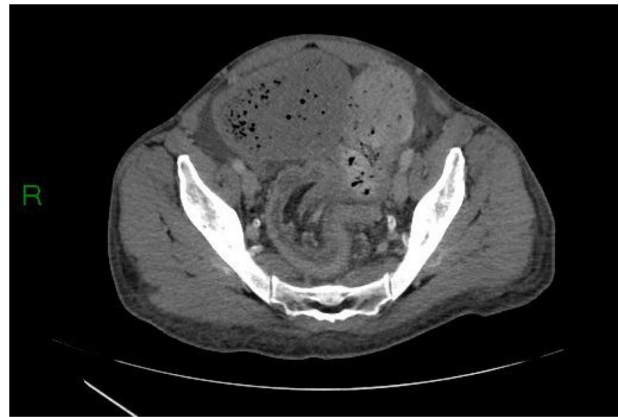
TC abdominal que muestra una intususcepción colorrectal.
